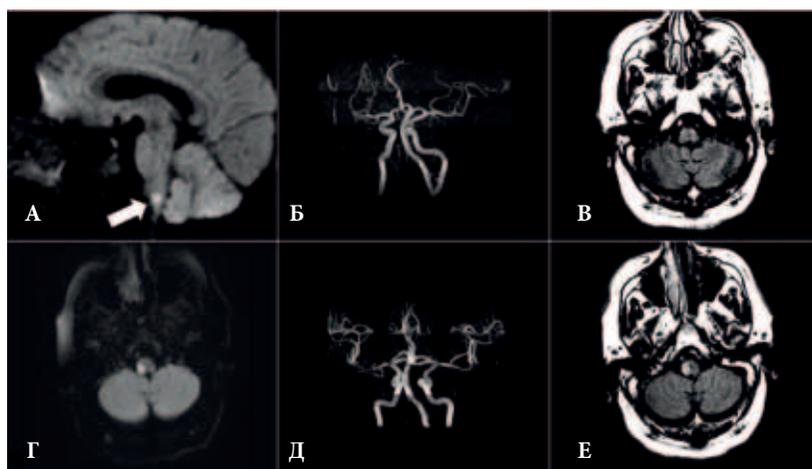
Данные визуализационного исследования головного мозга пациента Ш., 68 лет: а, г – магнитно-резонансная томография в режиме DWI; б, д – магнитно-резонансная ангиография; в, е – магнитно-резонансная томография в режиме FLAIR
